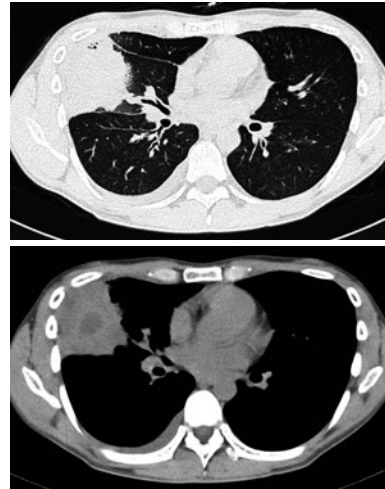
初診時の胸部単純CT。右中葉に大葉性の浸潤影、縦隔条件では内部に低吸収域を認め膿瘍形成を疑う。
